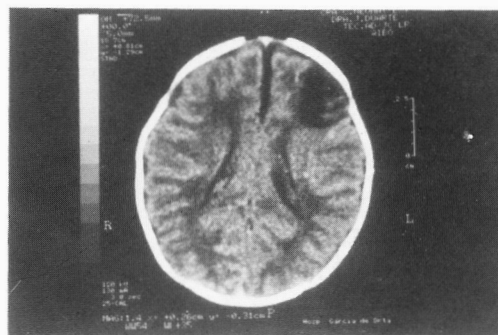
TAC CE – Enfarte Parenquimatoso.
